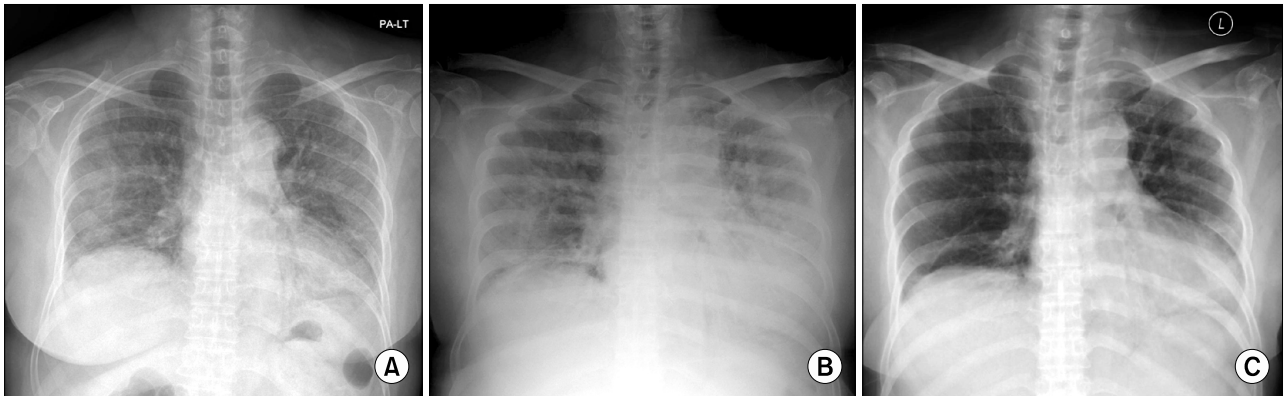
On admission, a chest radiograph showed bilateral diffuse reticular haziness in panel (A). On hospital day 2, a chest radiograph showed increased haziness, especially in the left lower lung field, in panel (B), after an intravenous immunoglobulin infusion, a chest radiograph showed much improved bilateral diffuse haziness in panel (C).
